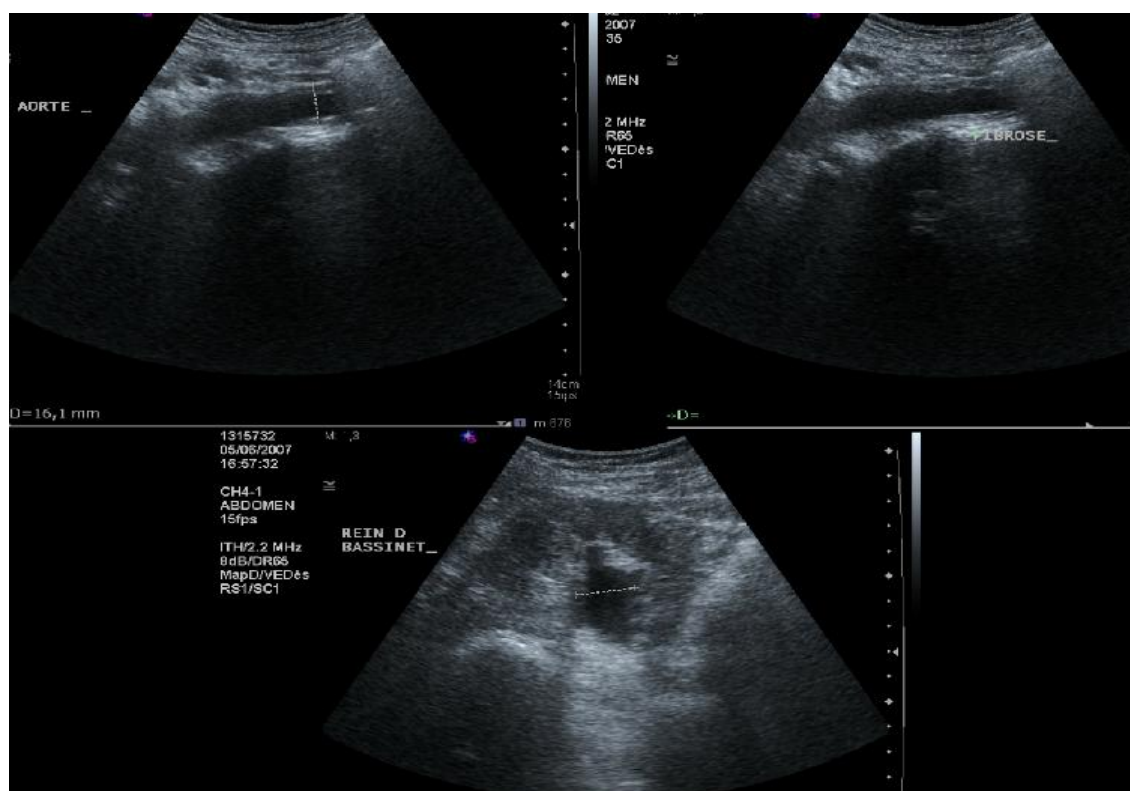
aspect échographique de la fibrose rétropéritonéale : halo péri-aortique très hypoéchogène, associée à une dilatation des cavités rénales [179].
